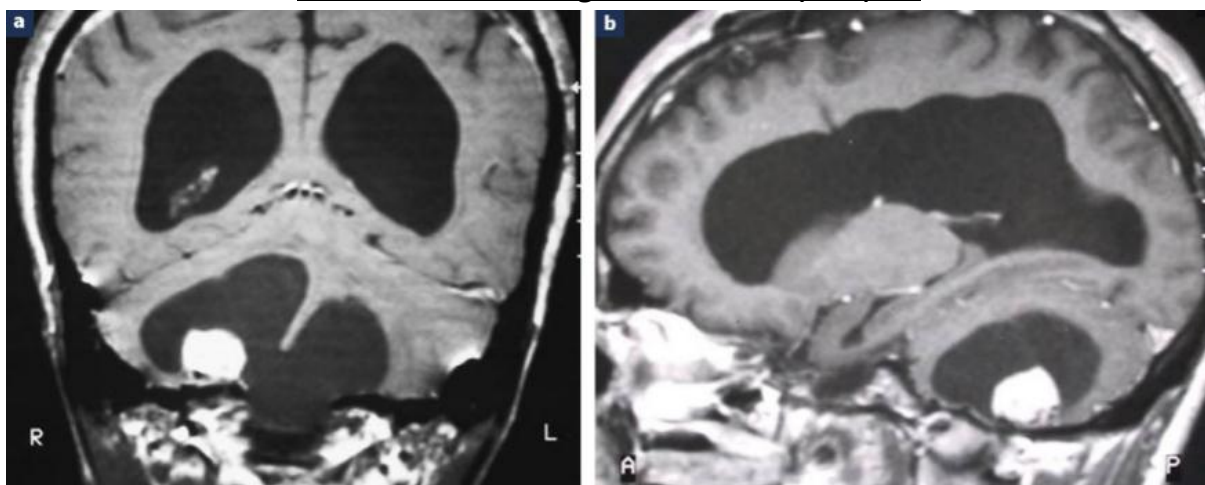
IRM cérébrale en coupes coronale (a) et sagittale T1 injectée (b) : forme hémangioblastome kystique bilobulé prolabé dans le trou occipital, avec nodule mural .
